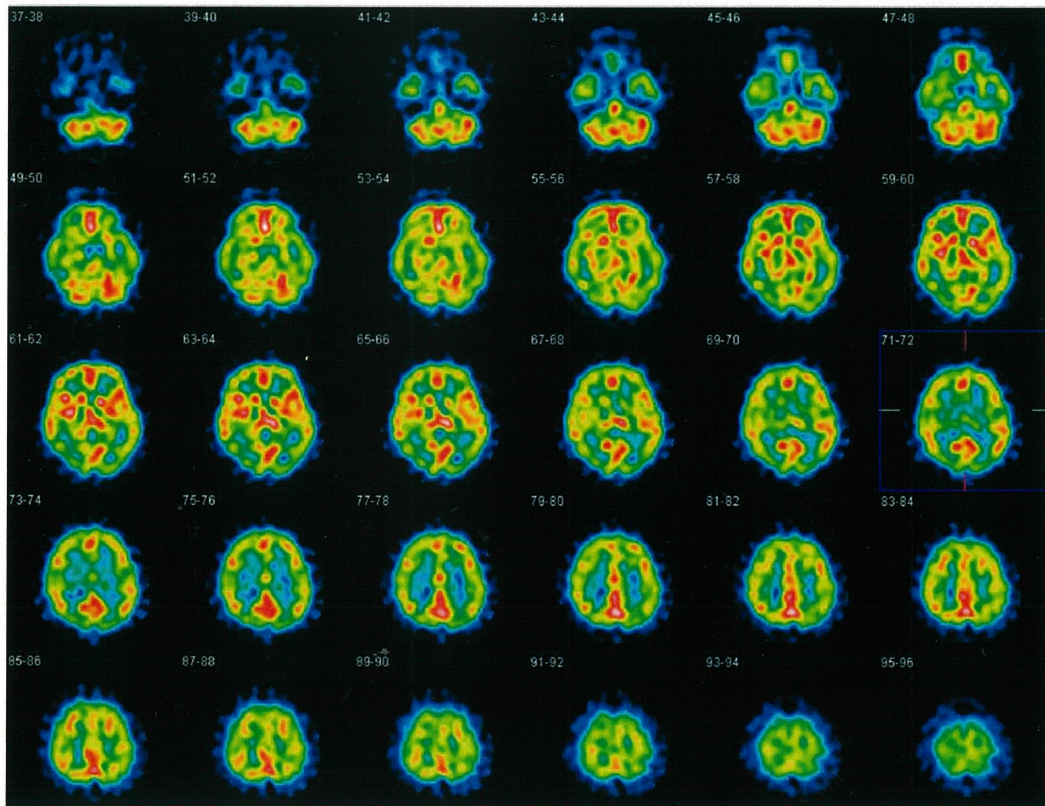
$^{123}\text{I}\text{-IMP}$ の SPECT 画像(定性画像)
